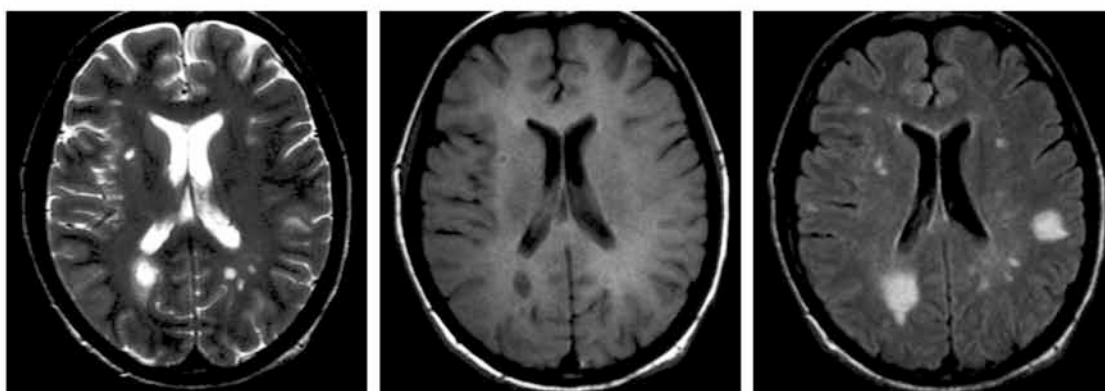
Αύξηση των διαστάσεων των κοιλιών στα πλαίσια δευτερογενούς ατροφίας σε ασθενή με μακρύ ιστορικό MS, με γλοίωση στην περικοιλιακή λευκή ουσία, ακολουθία T1 και FLAIR στο επίπεδο των πλαγίων κοιλιών. Giorgio A., et al. (2008) "Brain Atrophy Assessment in Multiple Sclerosis: Importance and Limitations" Neuroimaging Clin N Am. 18(4):675-86.
